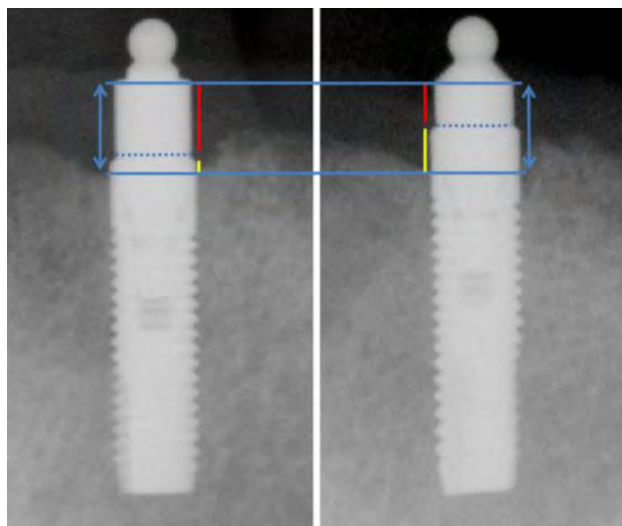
Deux radiographies d'implants avec différentes hauteurs de pilier.
